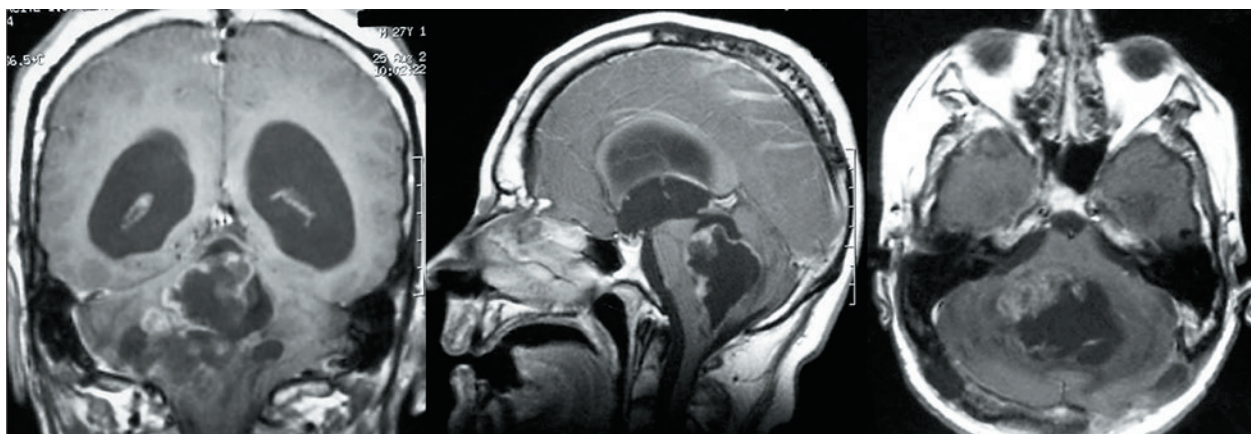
МРТ головного мозга с контрастным усилением. Последствия хирургического лечения и признаки продолженного роста опухоли (пояснения в тексте)
